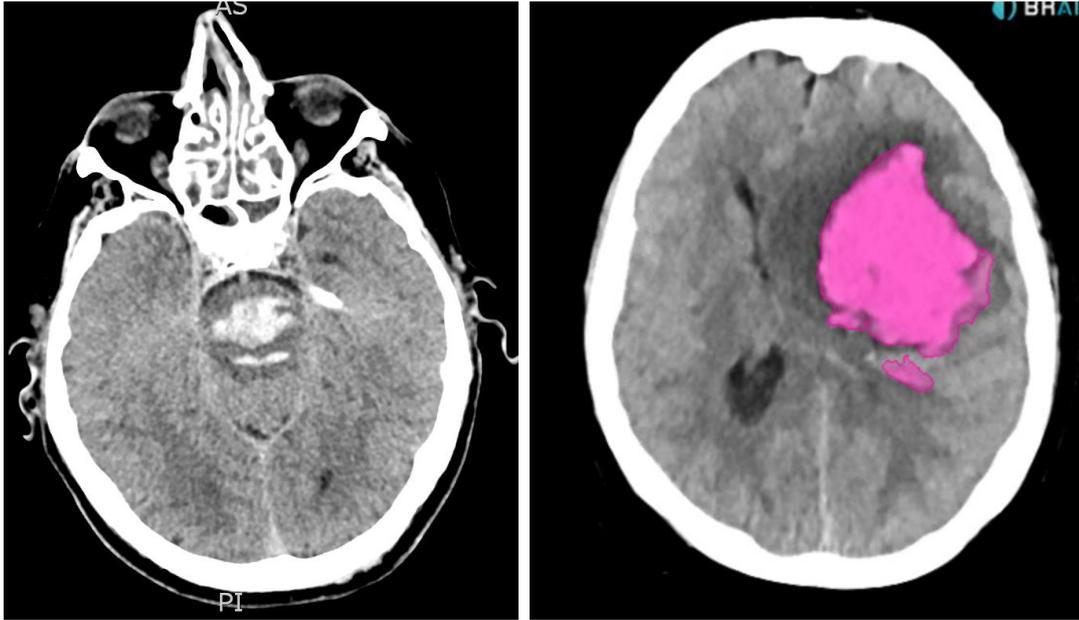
Hemorragia en tronco (izda). Hemorragia intraparenquimatosa (dcha.), con medición de volumen mediante TC.
